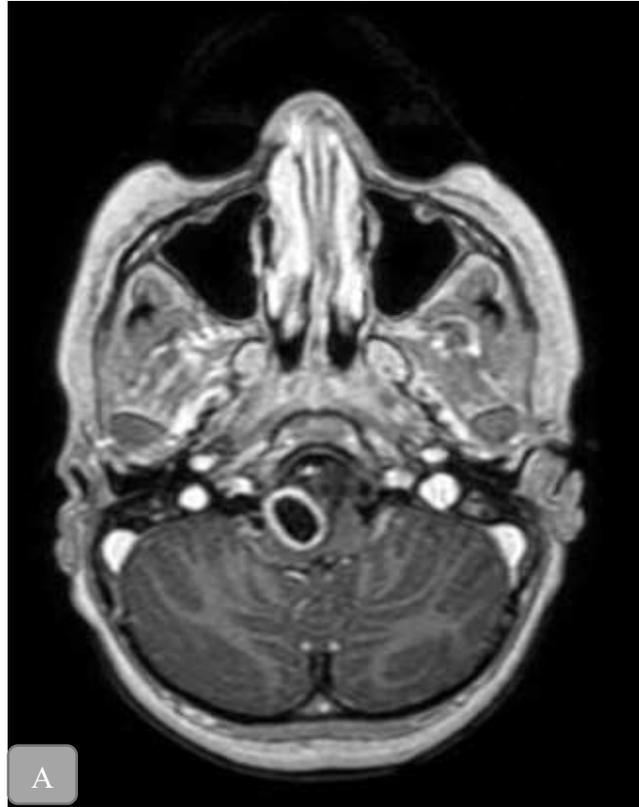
Resonancia Magnética Nuclear de Cerebro. Corte Axial. A) Secuencia en T1, lesión hipointensa, realce en anillos post contraste, mide 2cm de diámetro.
